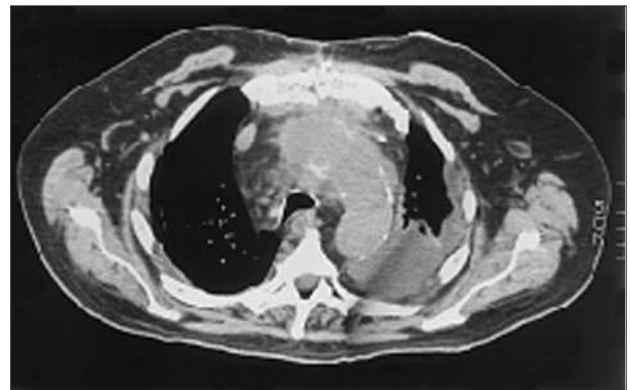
Tomografía axial computarizada (TAC) torácica en el período postoperatorio, en la que se observa un arco aórtico de características normales
